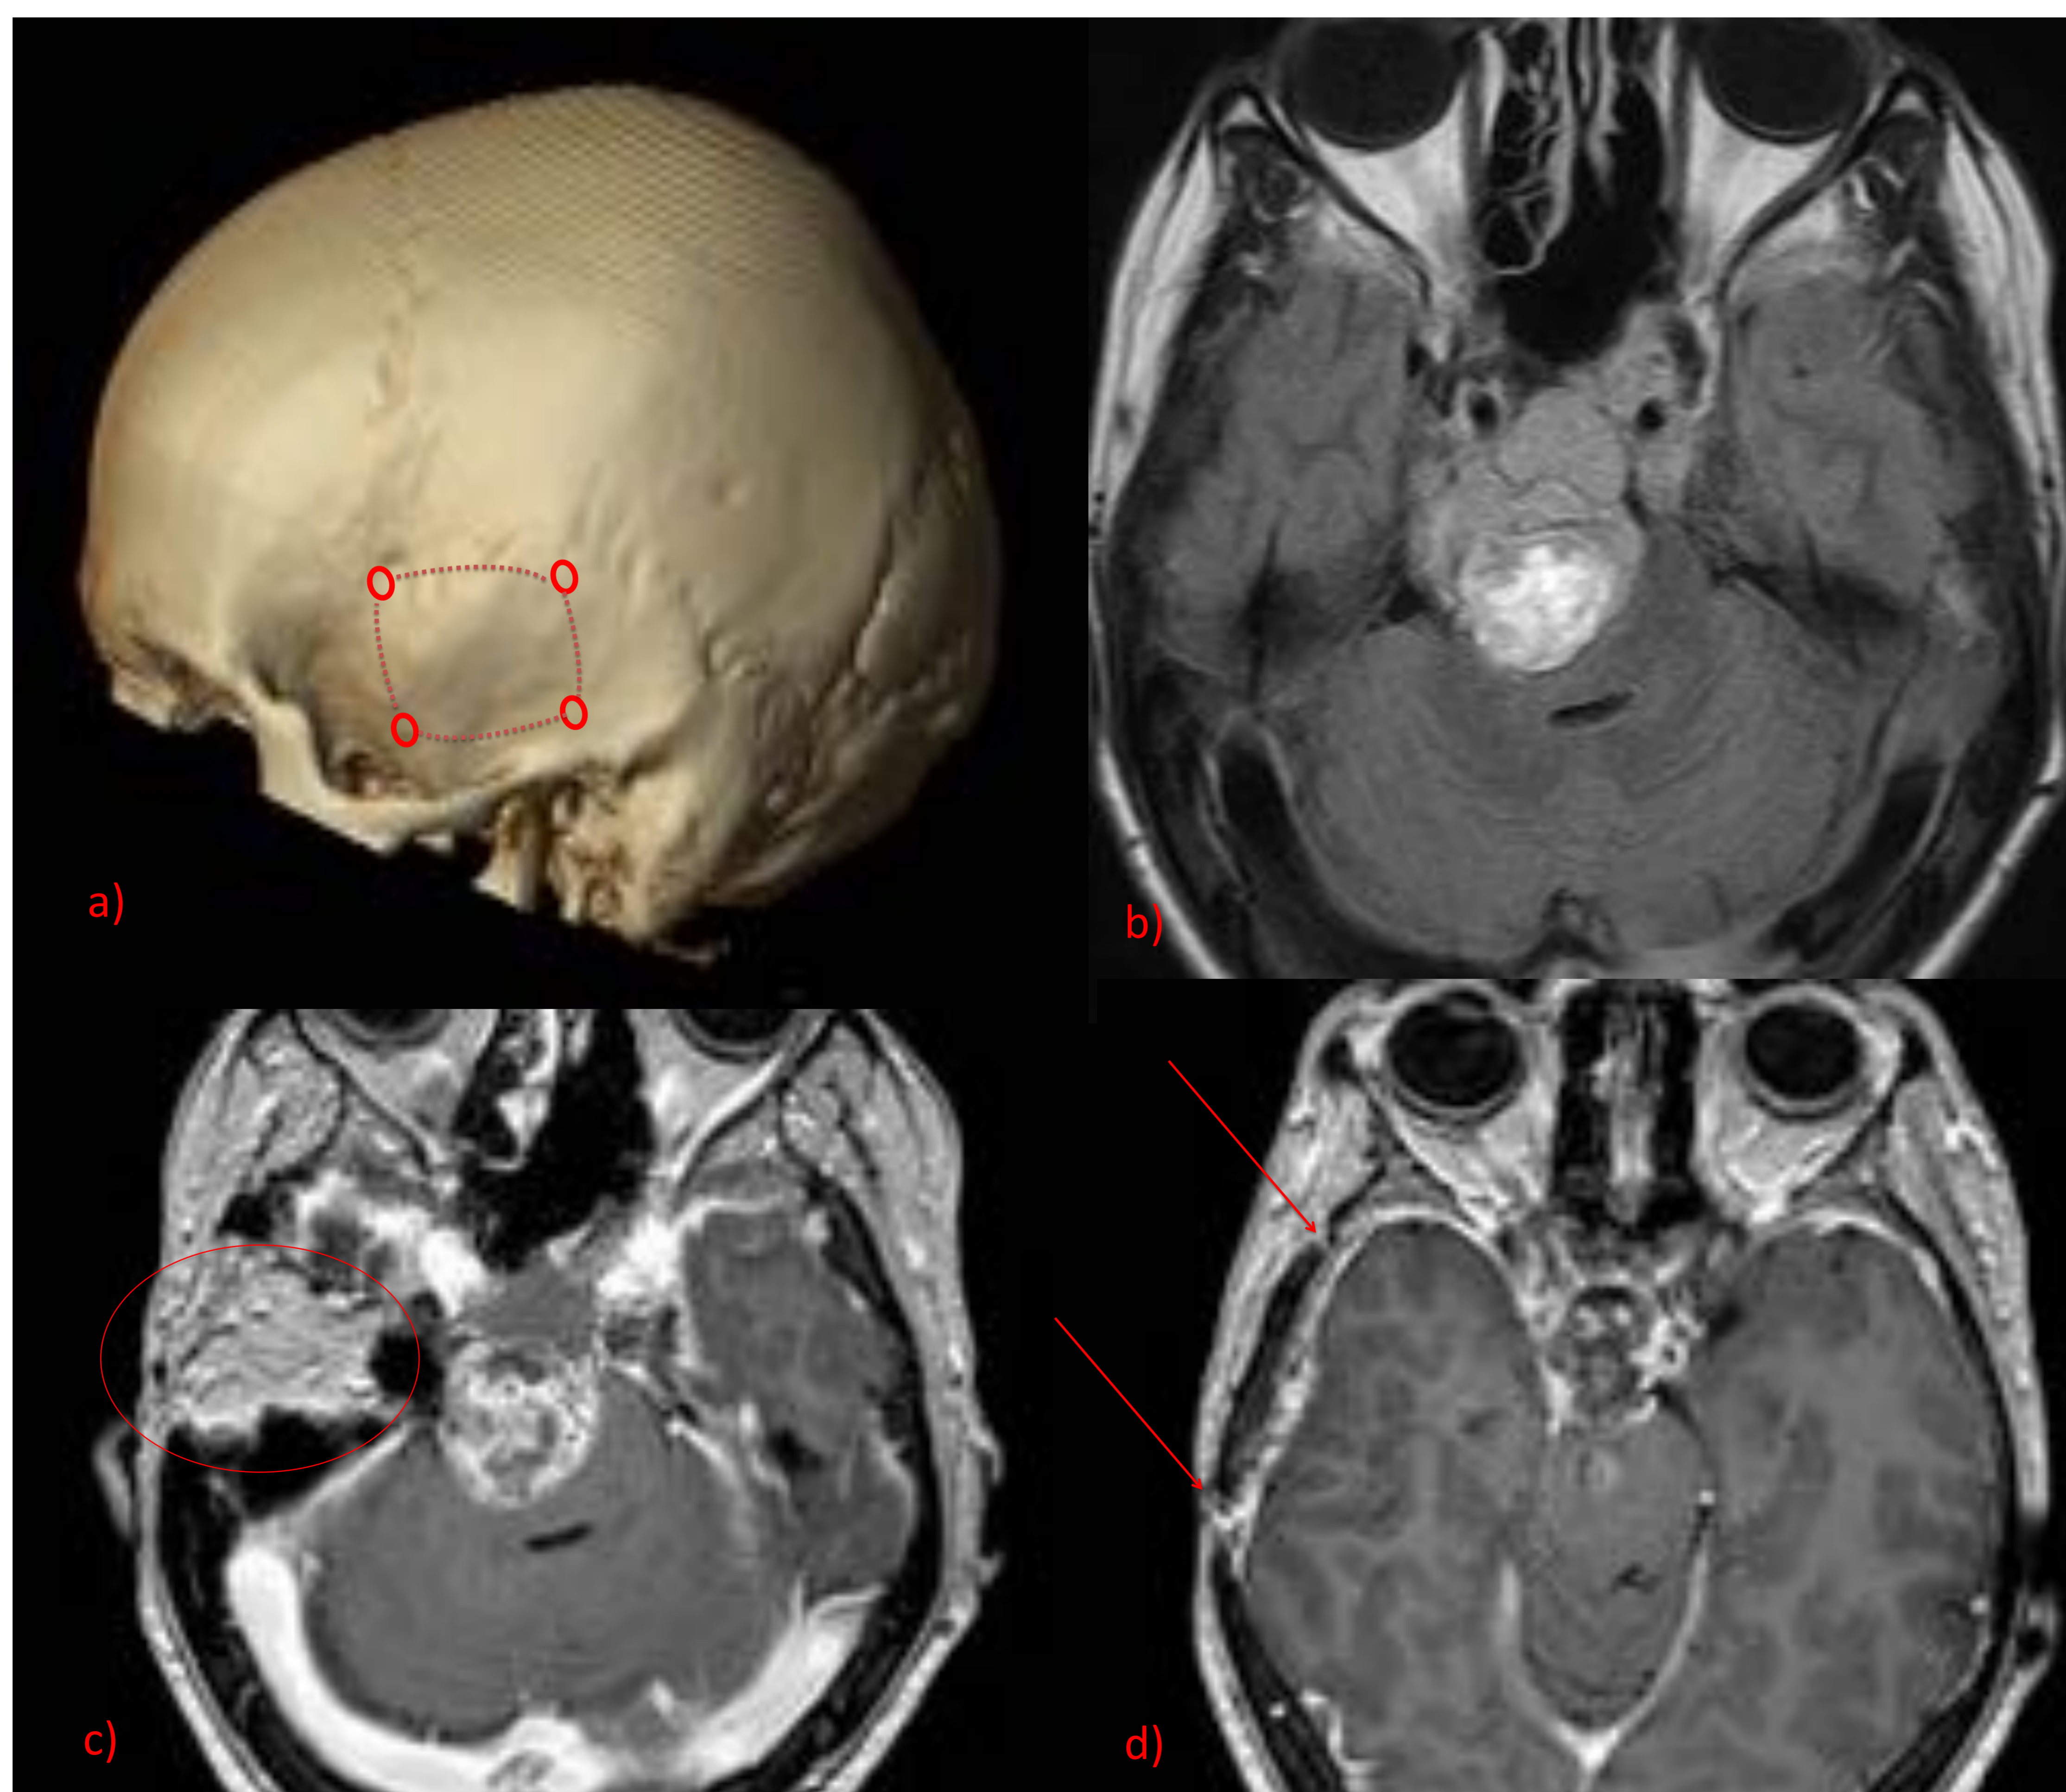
Reconstrucción volumétrica de craneotomía subtemporal (a). Corte axial de secuencia FLAIR en la que se observa extensión a cavum de Meckel y supraselar de cordoma de clivus previamente tratado. Tras la clínica por compresión de pares craneales bajos se decide tratamiento citorreductor del componente más anterior de la lesión. Corte axial T1 con CIV en los que se ven secuelas de craneotomía subtemporal (c) con parche graso (circulo rojo) tras petrosotomía anterior. Corte craneal en la misma secuencia que c donde se ven las secuelas de la craneotomía.
